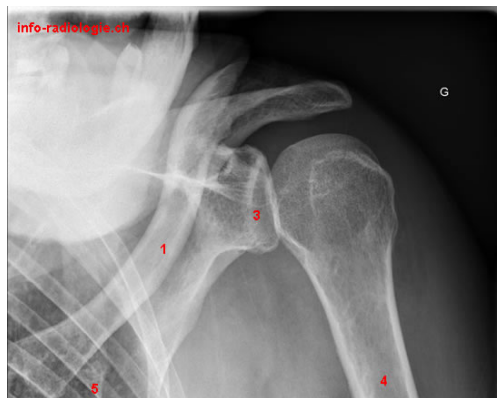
Radiographie luxation postérieure d'épaule.(22)
